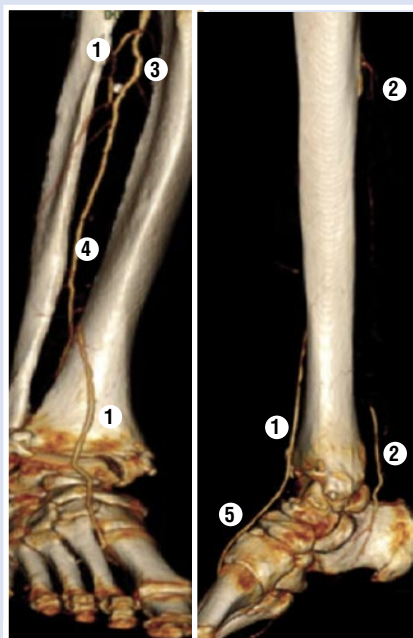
МСКТ – ангиография правой нижней конечности перед реваскуляризацией. А – переднезадняя проекция голени и стопы. Б – боковая(медиальная) проекция стопы и нижней части голени справа. Под цифрами: 1 – ПББА; 2 – ЗББА; 3 –ТПС; 4 – МБА; 5 – АТС.
